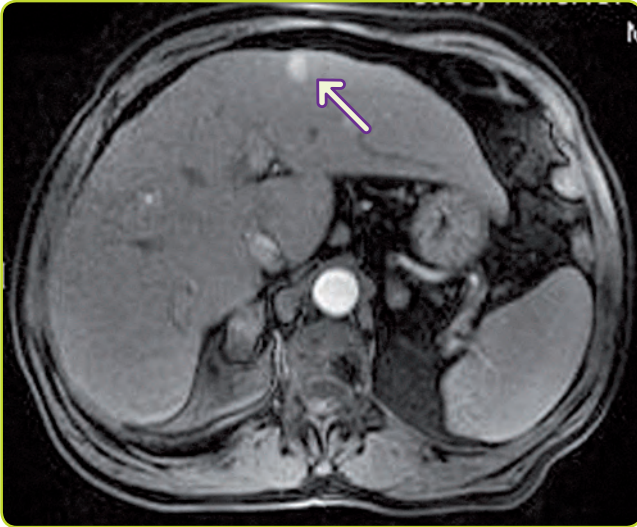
Cortes de RM que muestran el citado fenómeno de vascularización rápida arterial con gadolinio, que ocurre también en la TC. Corte en secuencia T1 (fase arterial).
